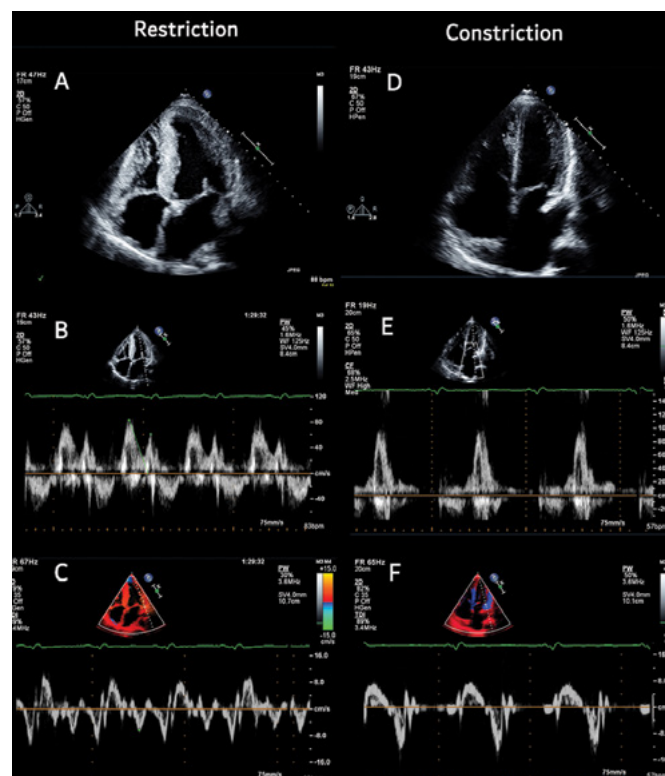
(A). Vista apical de 4 cámaras con hipertrofia ventricular izquierda de aspecto granulado sugestivo de Amiloidosis Cardíaca (B). Flujograma mitral por Doppler pulsado con evidencia de patrón pseudonormal con una relación E/A >1.5 (C). Doppler tisular con onda e' lateral <8cm/s a favor de miocardiopatía restrictiva (D). Vista apical de 4 cámaras con dilatación auricular izquierda (E). Flujograma mitral por Doppler pulsado con fusión de las ondas E/A (F). Doppler tisular con onda e' lateral >8cm/s sugestivo de constrictión.
